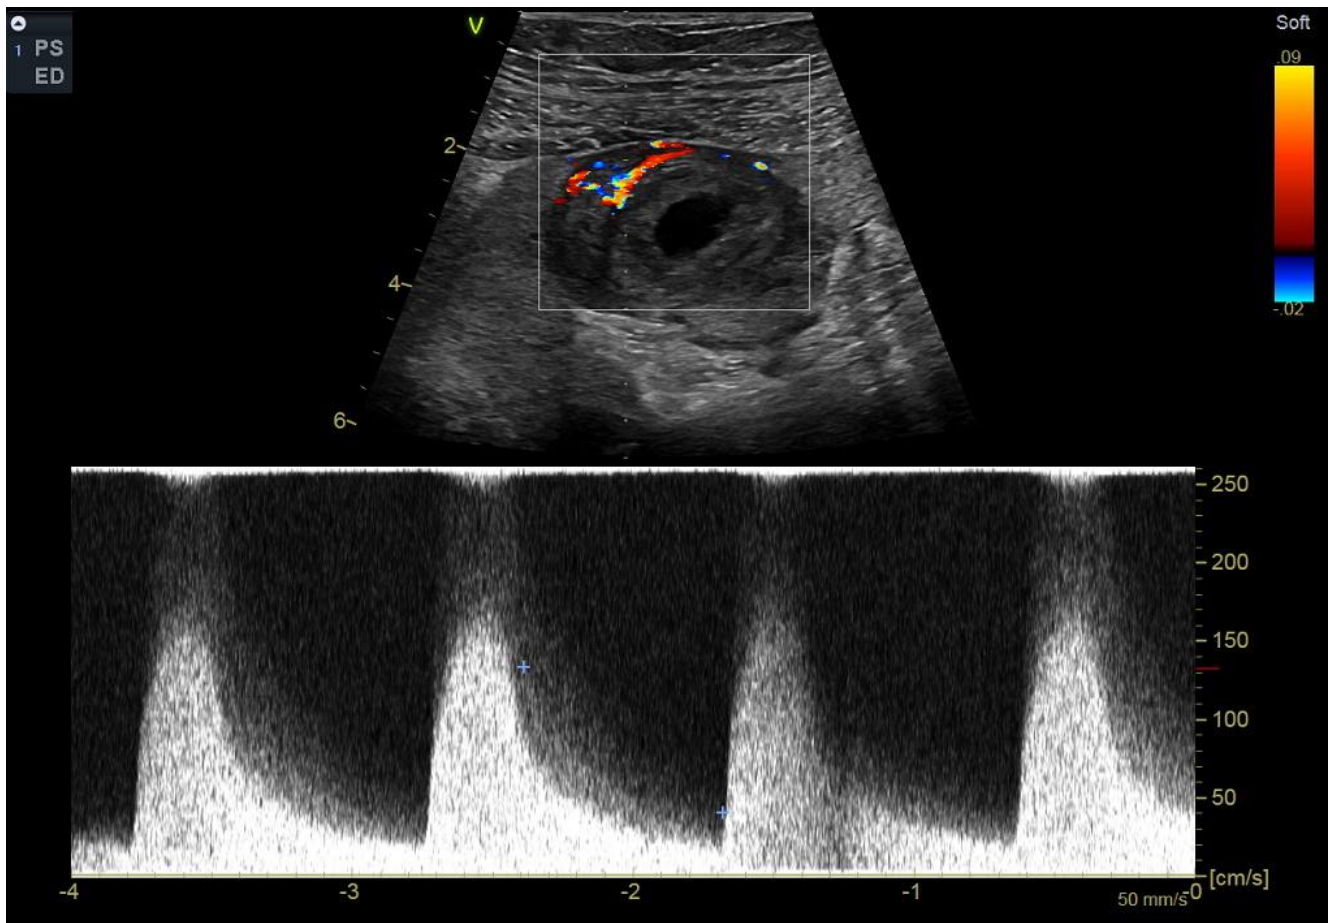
УЗИ почечного трансплантата в режиме цветного доплеровского картирования, отмечается повышенная васкуляризация опухоли в трансплантате с высоким индексом резистентности
